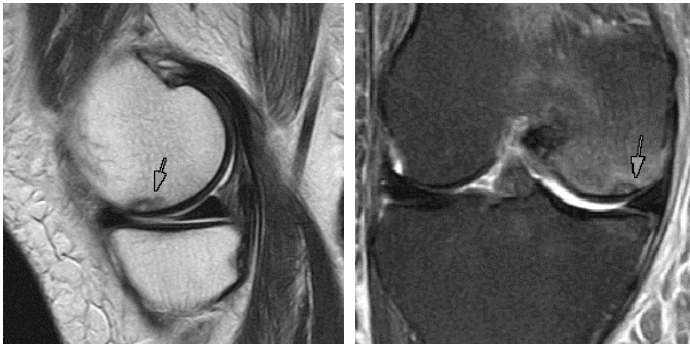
MRI of knee joint right. Fig 2-2. MRI of knee joint right.
